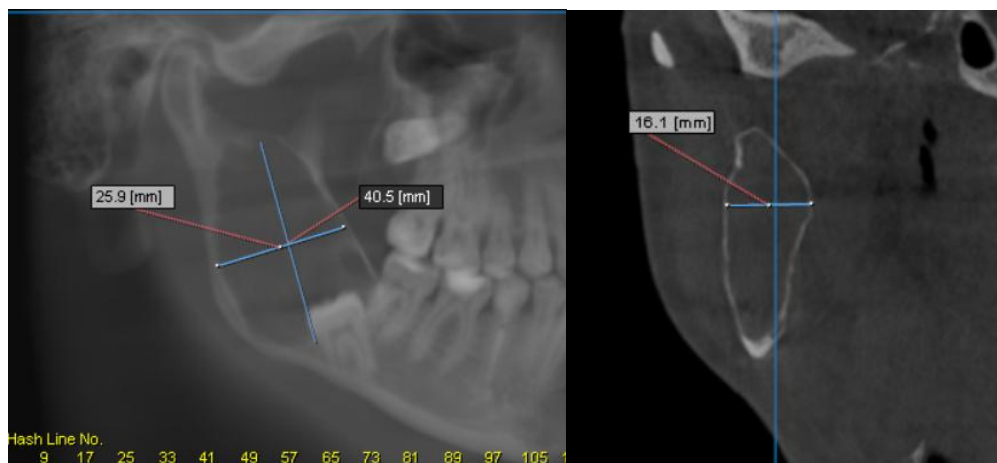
Aprecierea volumului formațiunii chistice pe CBCT
